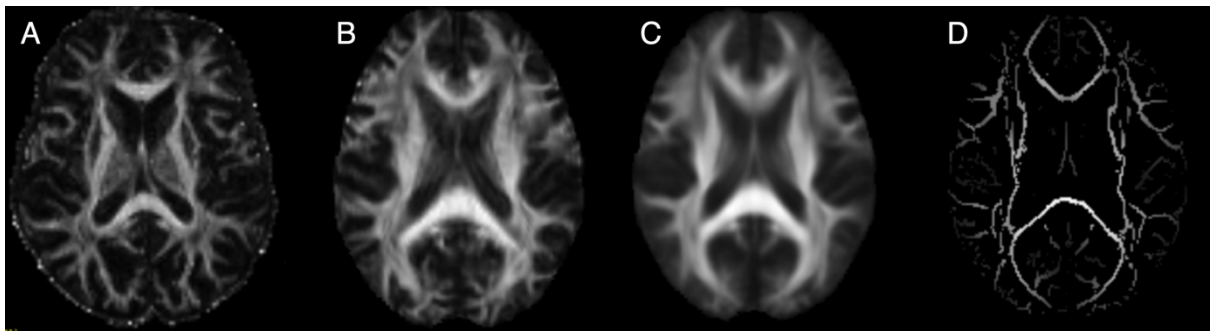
Этапы обработки диффузионно-тензорного МРТ
